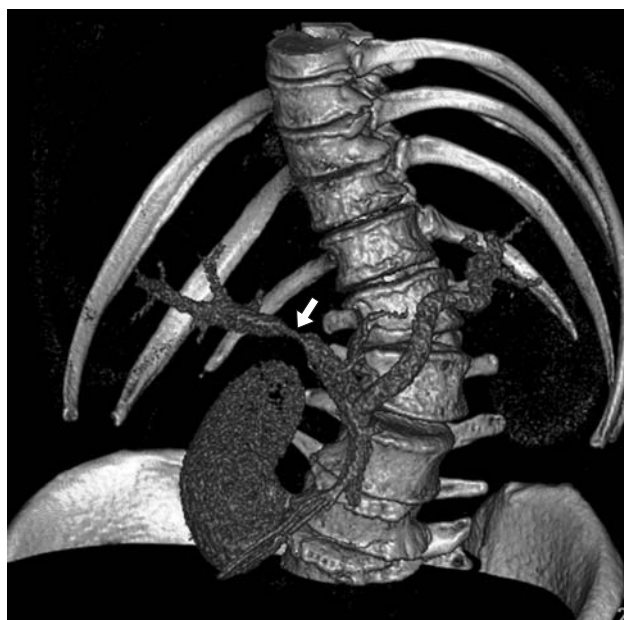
Компьютерная томограмма, 3D-реконструкция. Опухоль Клацкина. Инвазия опухоли в правую ветвь воротной вены (стрелка), полная окклюзия левой ветви.
